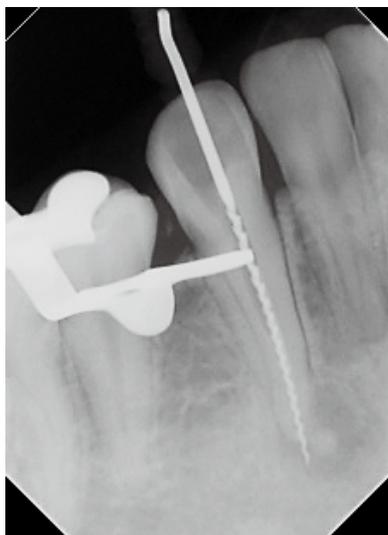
Dental X-ray taken during root canal treatment in progress
